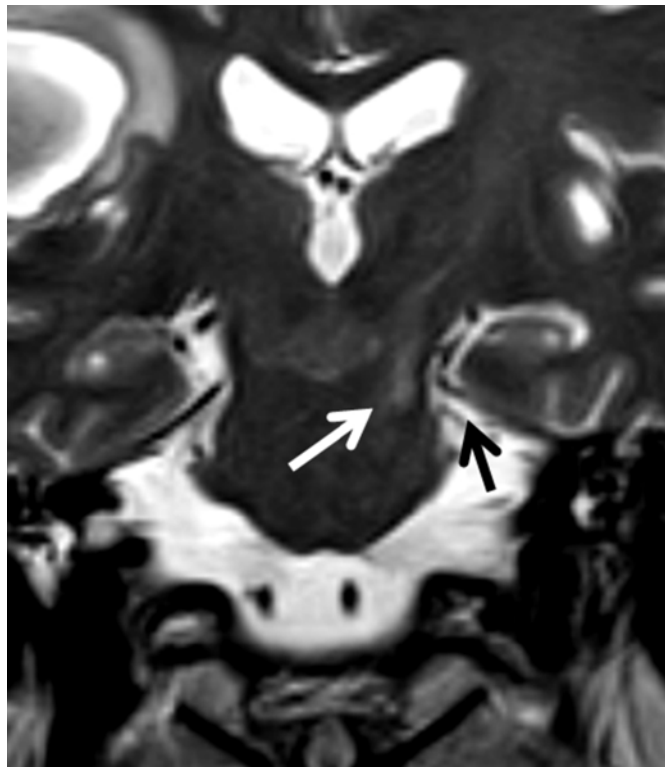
IRM cérébrale en coupe coronale T2. Il existe une lésion en hypersignal dans le pédoncule cérébral gauche (flèche blanche) en regard de la tente du cervelet (flèche noire). Ce patient présentait un HSDA à droite [97]
